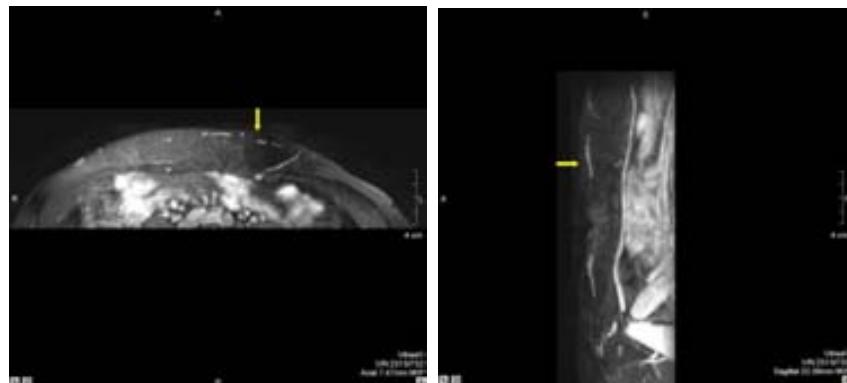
Imágenes obtenidas con la RMN sin contraste 1.5T FBI. Cortes axial y sagital. Las flechas señalan los puntos donde las perforantes atraviesan la vaina del recto.
